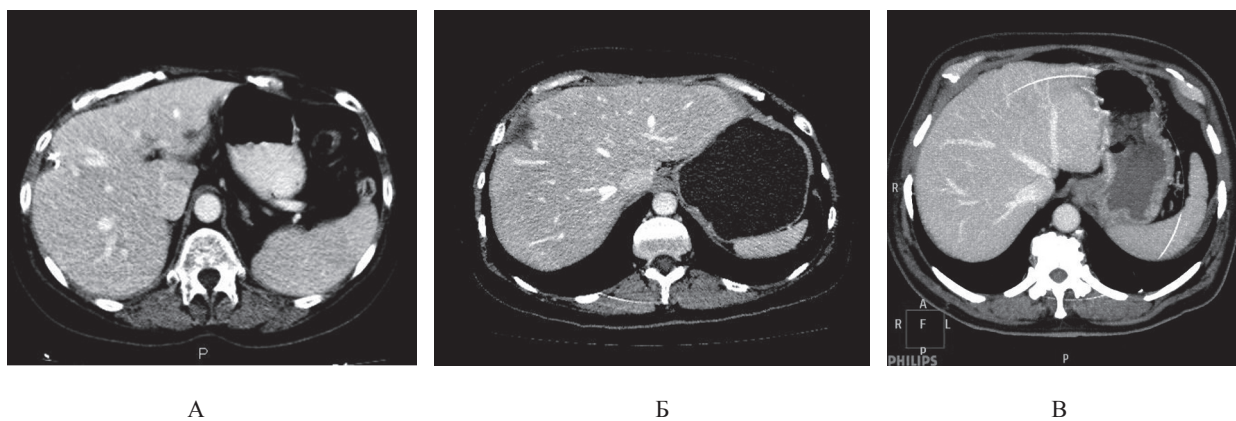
СКТ печінки, аксіальна проекція. Печінка після різних видів секторальних резекцій: А — резекція SV; Б — резекція SVIII; В — усі три печінкові вени простежуються впововж паренхіми (типовий варіант)
